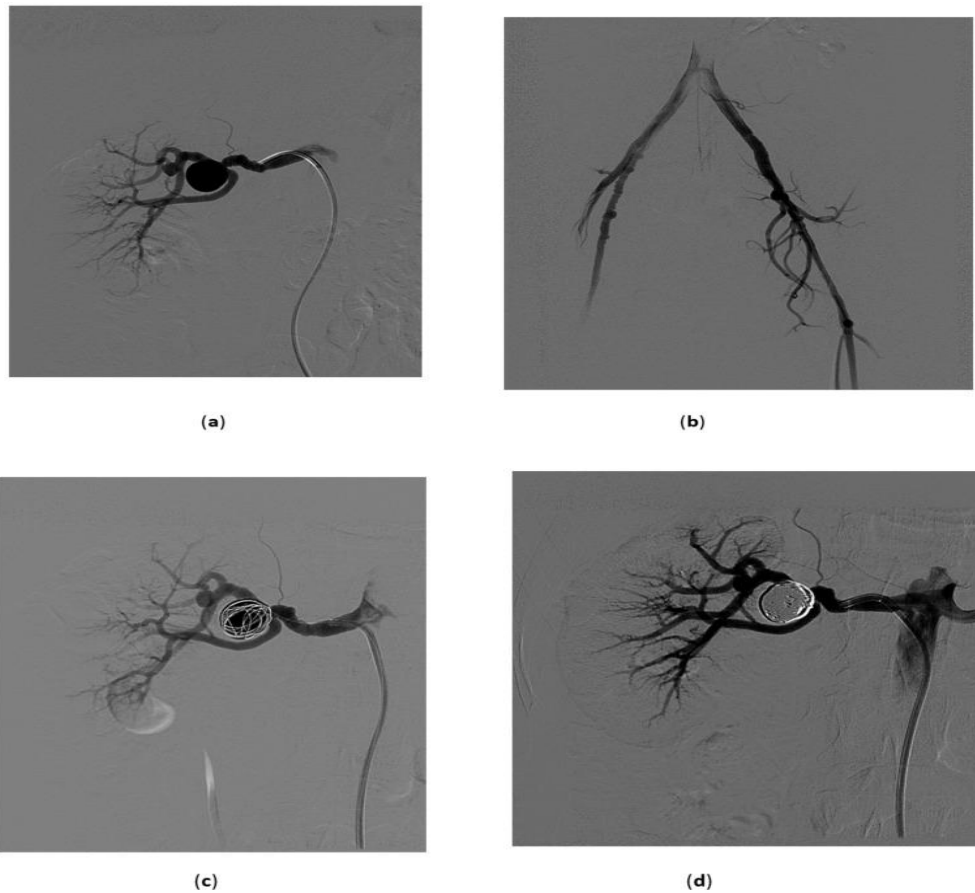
Anévrisme de l'artère rénale. Patiente âgée de 43 ans, asymptomatique ; un anévrisme de 2,5 cm de l'artère rénale droite a été découvert de manière fortuite à l'échographie Doppler couleur, réalisée pour une autre indication. (63)
